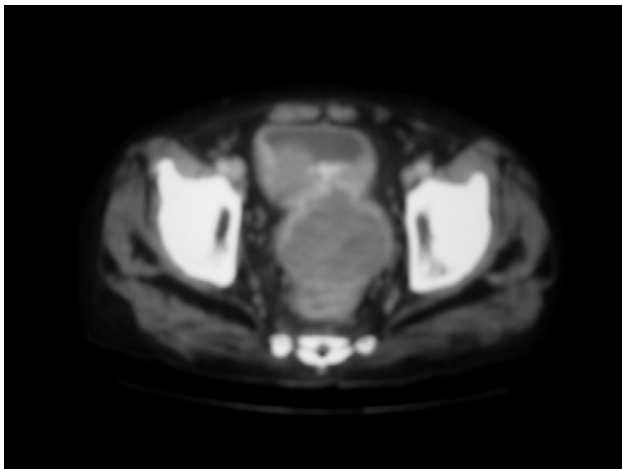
TC pélvica demonstrando aumento prostático com hipodensidade irregular, perda do plano periprostático entre a próstata e o reto, e invasão vesical.
